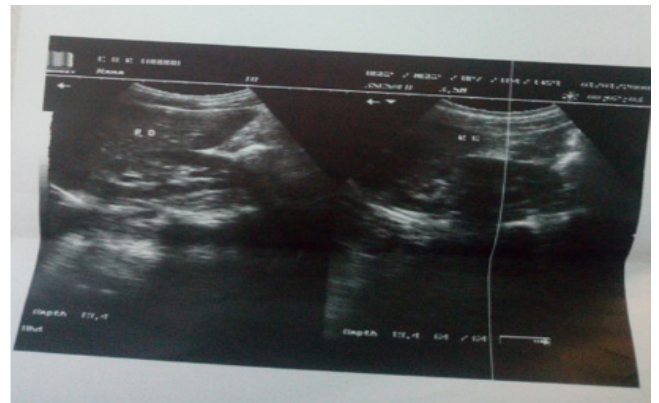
Images des deux reins à l'échographie.
